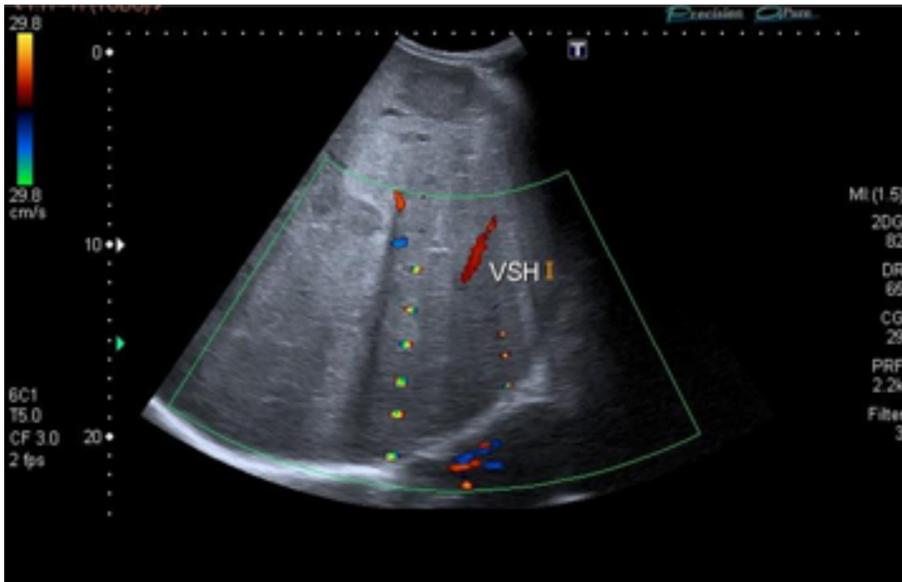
Ecografía Doppler color que muestran en imagen izquierda VSH con flujo invertido y en imagen de la derecha VCI con flujo invertido y colapsada.
